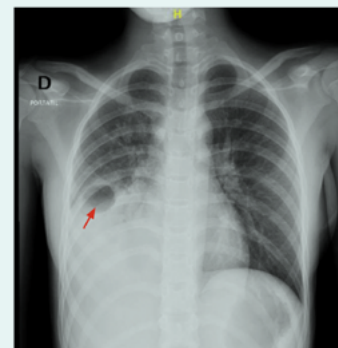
Radiografía de tórax tomada al ingreso del caso clínico 1: imagen redondeada con nivel hidroaéreo en lóbulo medio (flecha roja), asociada a condensación de la base pulmonar derecha y compromiso del seno costofrénico derecho.
